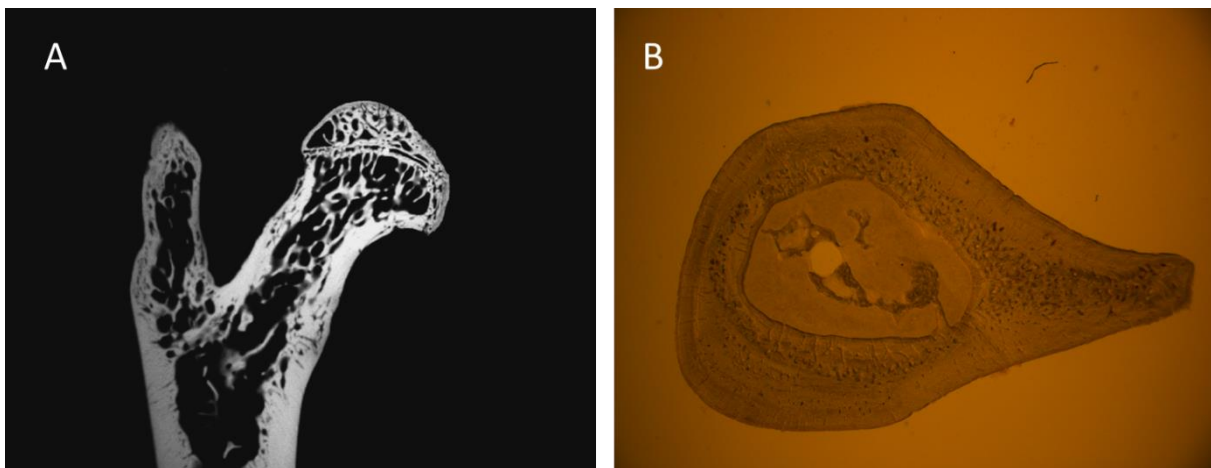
A) Digitalisierte Mikroradiographie am Beispiel des proximalen Femurs im Sagittalschnitt, B) digitalisierter Querschnitt des proximalen Femurs
